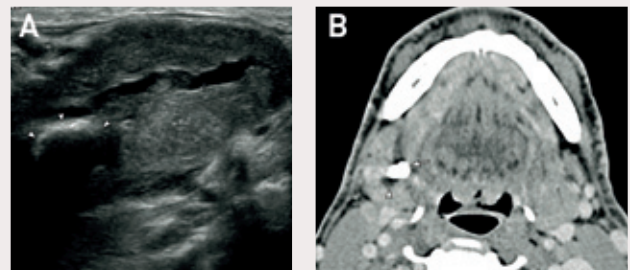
Mann i 50-årsalderen kommer med smertefull hevelse høyre underkjeve, som ikke svarer på antibiotikaterapi. A: Ultralyd viser en kraftig utvidet utførselsgang sentralt i submandibulariskjertelen (+), samt en centimeterstor hyperekkogen struktur med ekkoskygge forenlig med en spyttsten (pilhodene). B: Computertomografi viser en tydelig forkalket spyttsten (pil) og utvidete utførselsganger intraglandulært proksimalt for stenen (pilhodet), som bekrefter funn på ultralyd. (Bilder fra Dr Lukin og Dr Jonsson, Kalix sjukhus).
